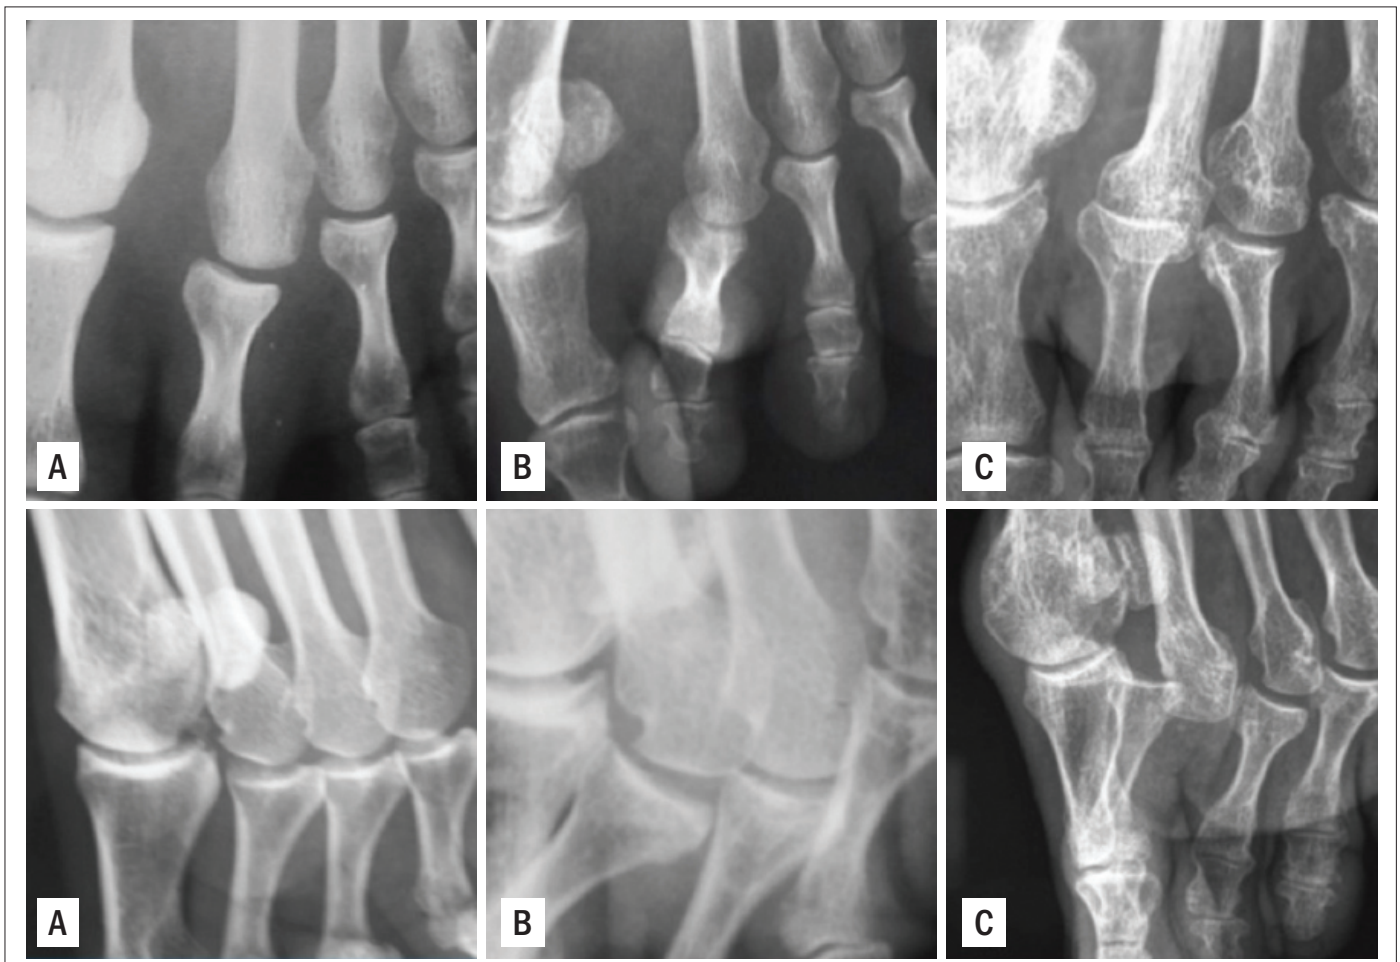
Detalhes de radiografias (dorsoplantares e oblíquas) dos pés de pacientes portadores de lesões das placas plantares da segunda MTF em diferentes estágios de evolução. A. Estádio inicial em que aparece apenas leve incongruência articular; B. Estádio intermediário com subluxação importante; C. Estádio final com luxação fixa da falange sobre a cabeça metatársica. As imagens nas incidências oblíquas são mais ilustrativas do que as imagens em perfil, nas quais a somação de imagens dificulta sua análise, por isso sua utilização nesta figura.
